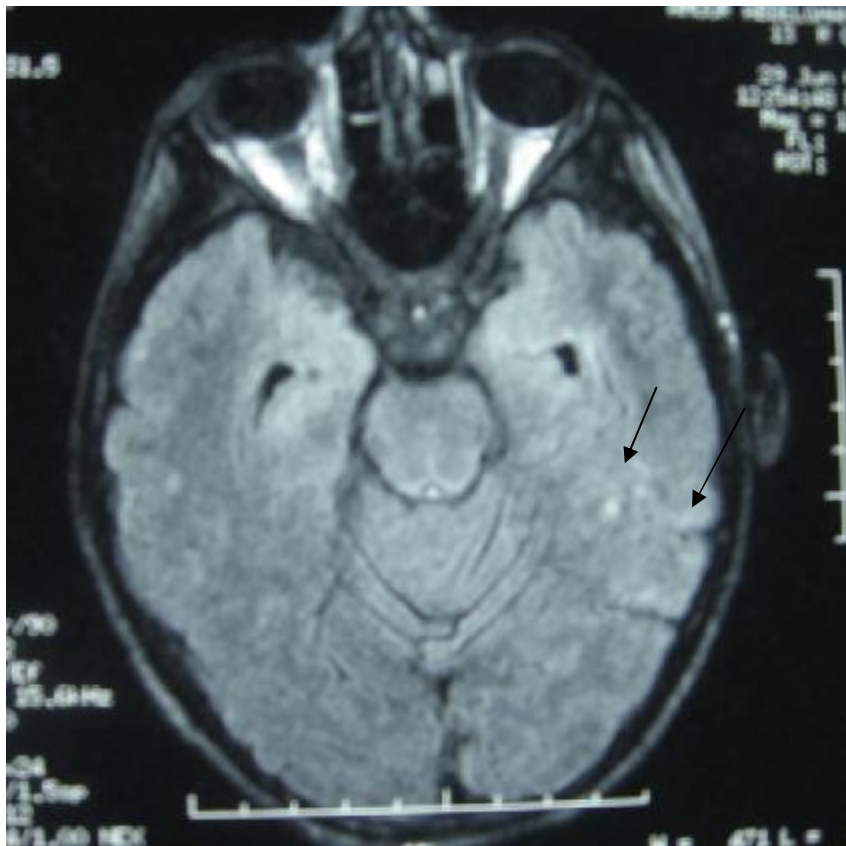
IRM cérébrale montrant des lésions corticales temporo-pariétale gauche, lésions de la substance blanche sous corticale temporale gauche.
